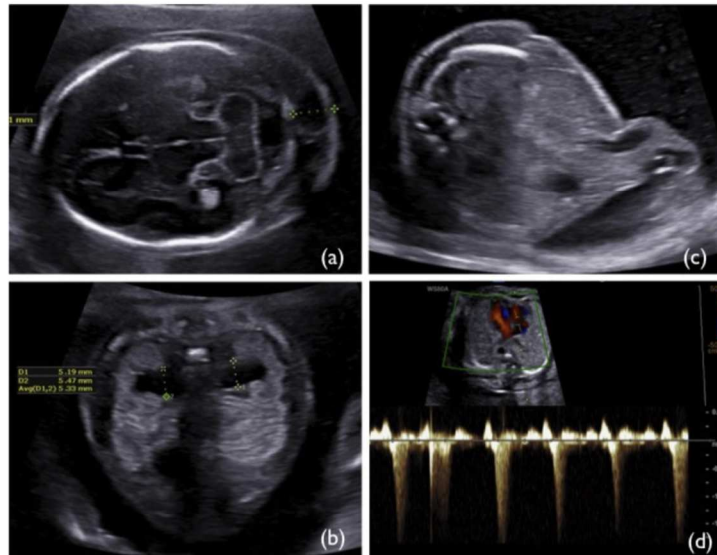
2D ultrasound image of (a) nuchal edema (increased nuchal fold thickness); (b) mild hydronephrosis of both fetal kidneys; (c) small omphalocele with partial herniation of the liver and displacement of fetal gallbladder, which remains to be in abdominal cavity however close to the abdominal wall defect; (d) Pulse Wave Doppler examination of tricuspid valve in fetal heart which is documenting presence of tricuspid regurgitation.
